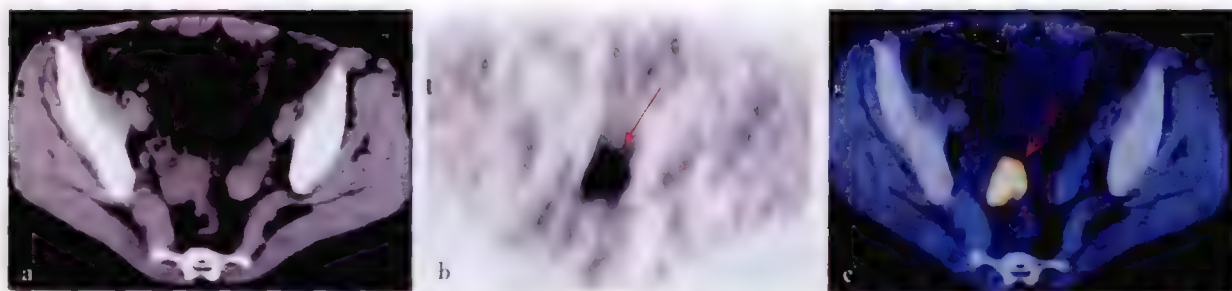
右侧卵巢癌患者 ^{18}F -FDG PET/CT 显像
